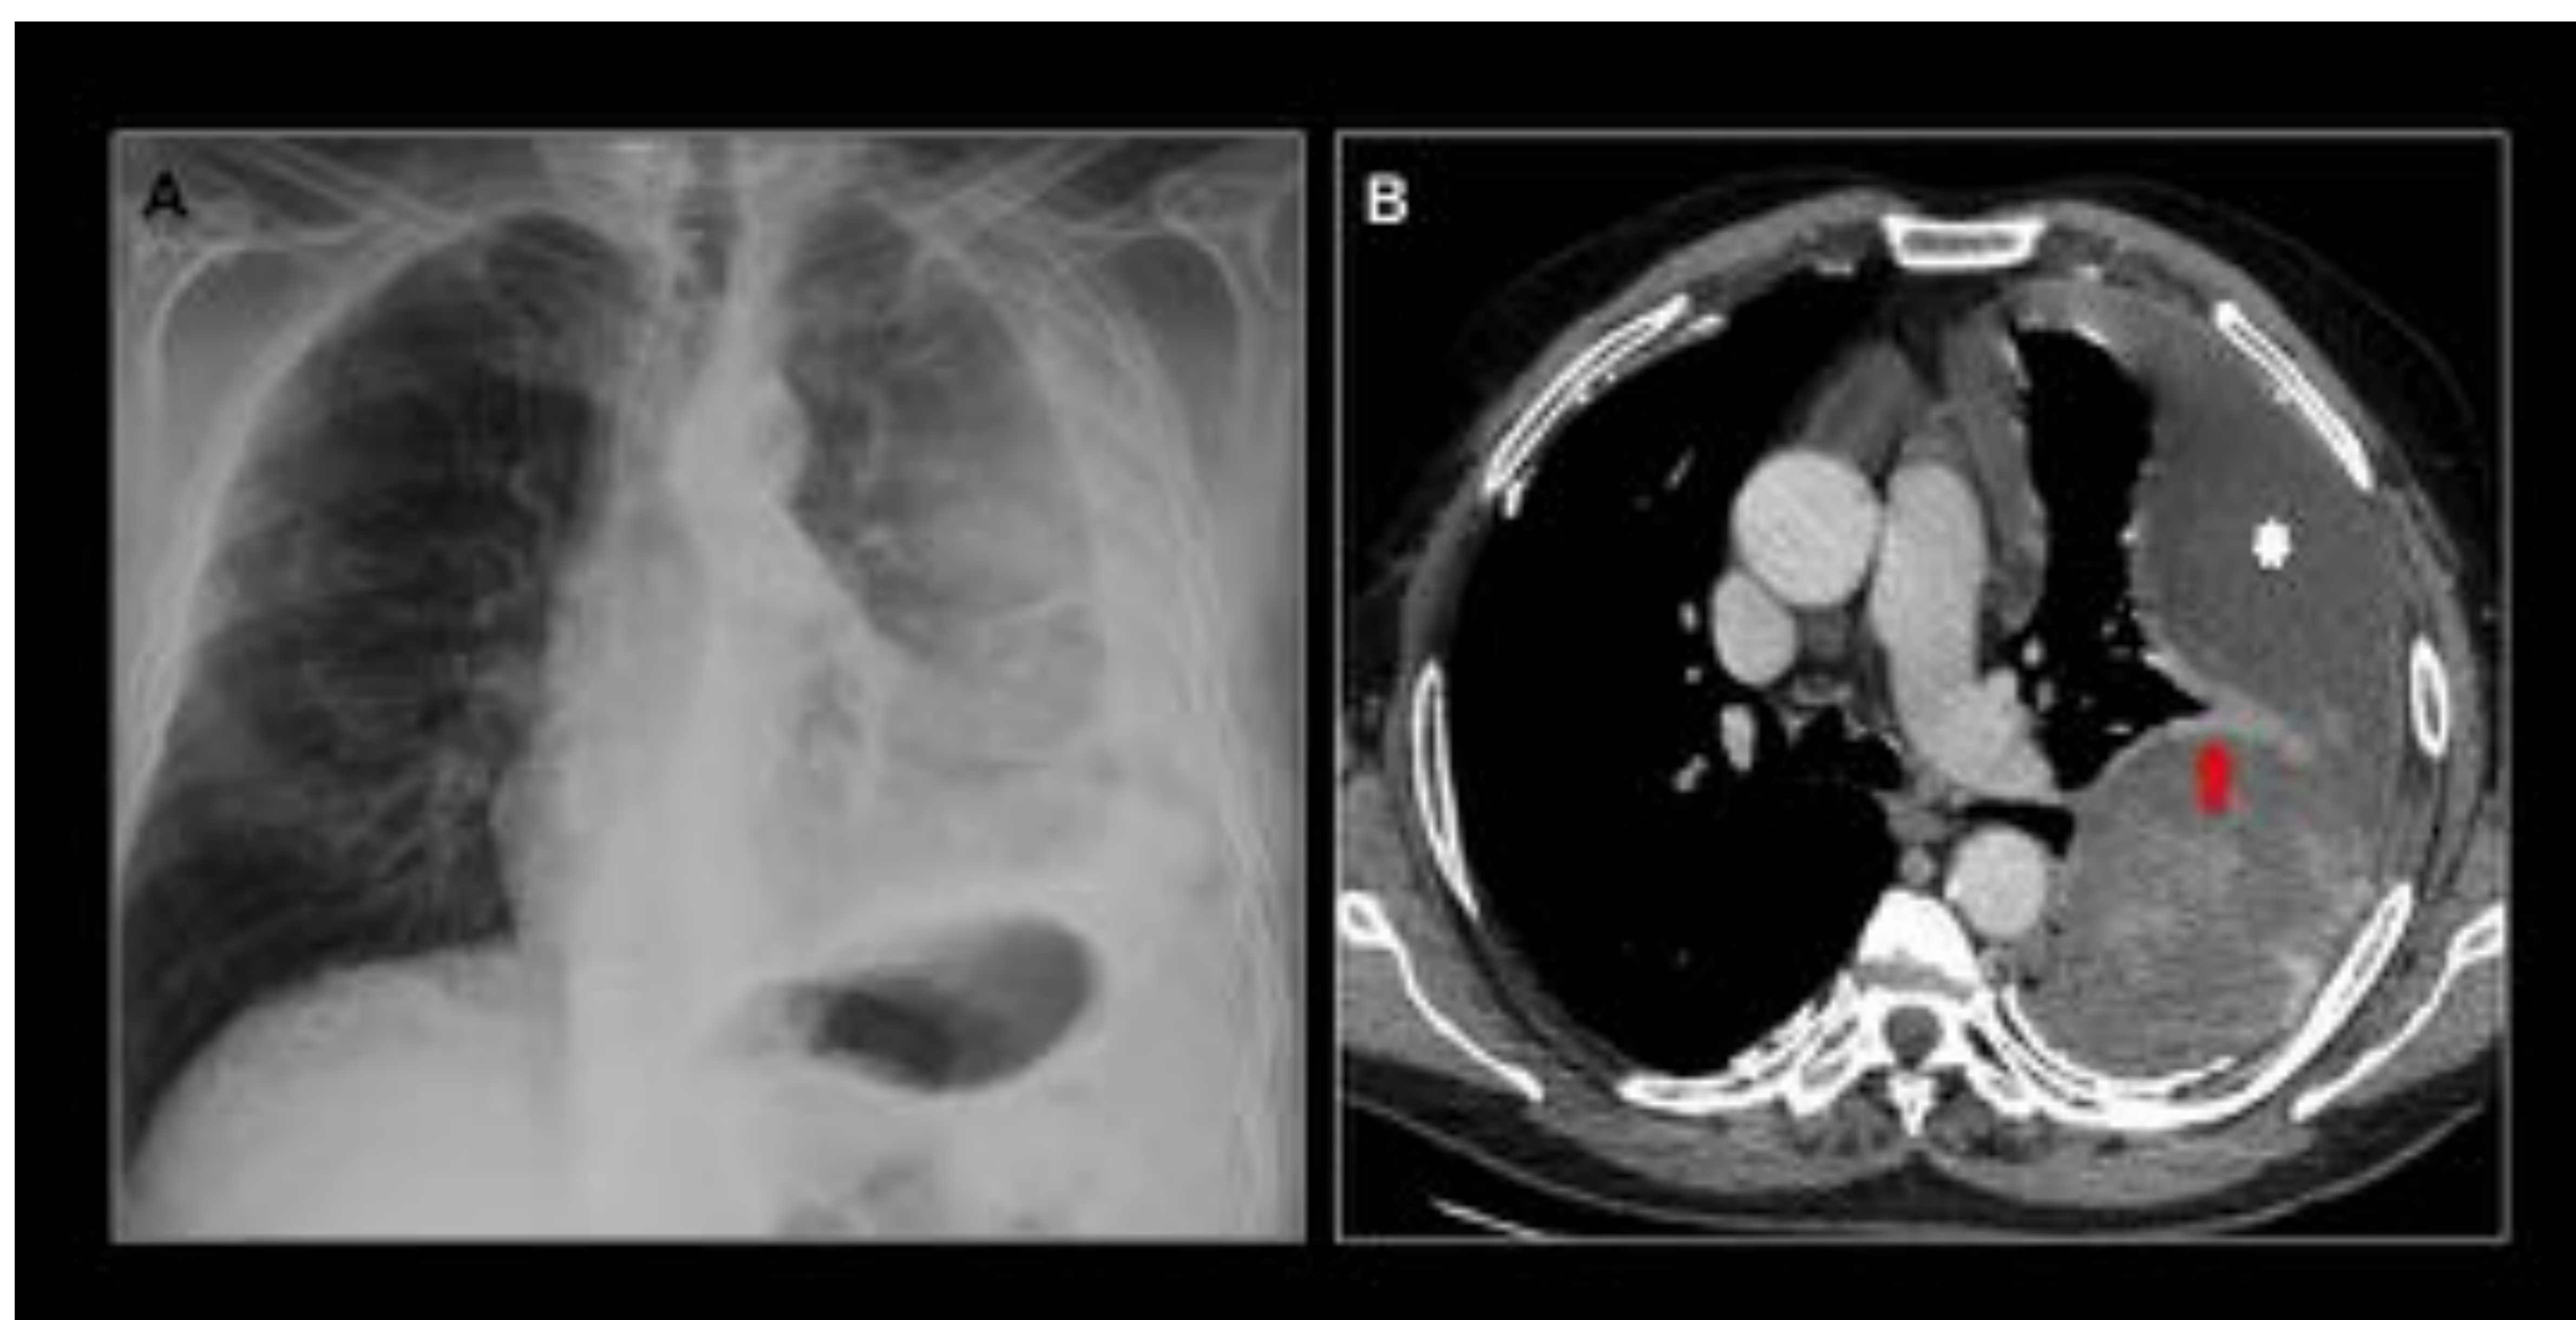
Sarcoma sinovial pleural. Radiografía tórax PA (A) y Tc tórax con contraste (B). Masa (asterisco blanco) con afectación difusa de la pleura del hemitórax izquierdo, con realce interno irregular y realce periférico correspondiente a la pseudocápsula (flecha roja). Placas pleurales calcificadas. Hospital Universitario Central de Asturias.
